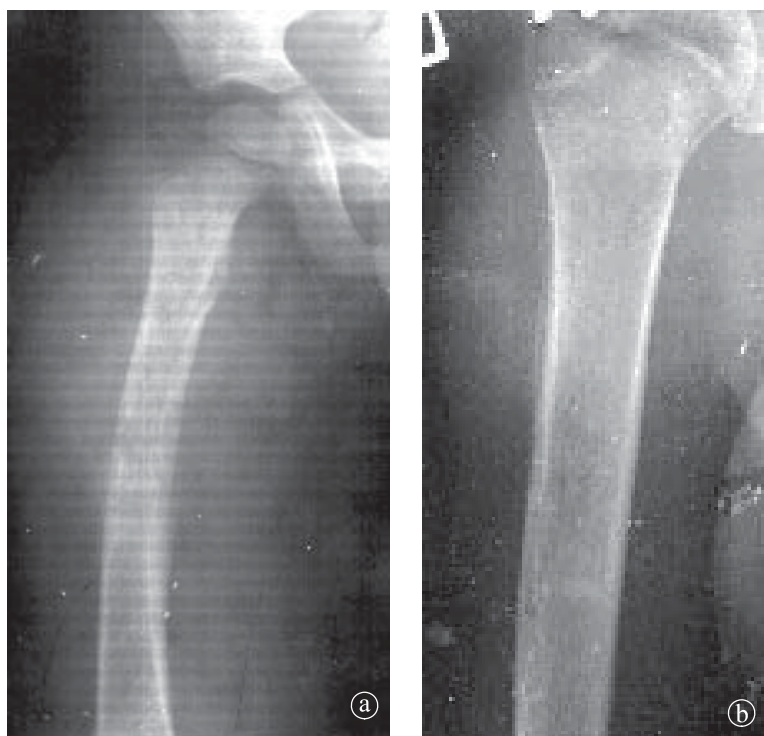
Osteomielită acută. a) Radiografie femur AP, b) Radiografie humerus AP. Leziuni osteolitice. Reacție periostală.
